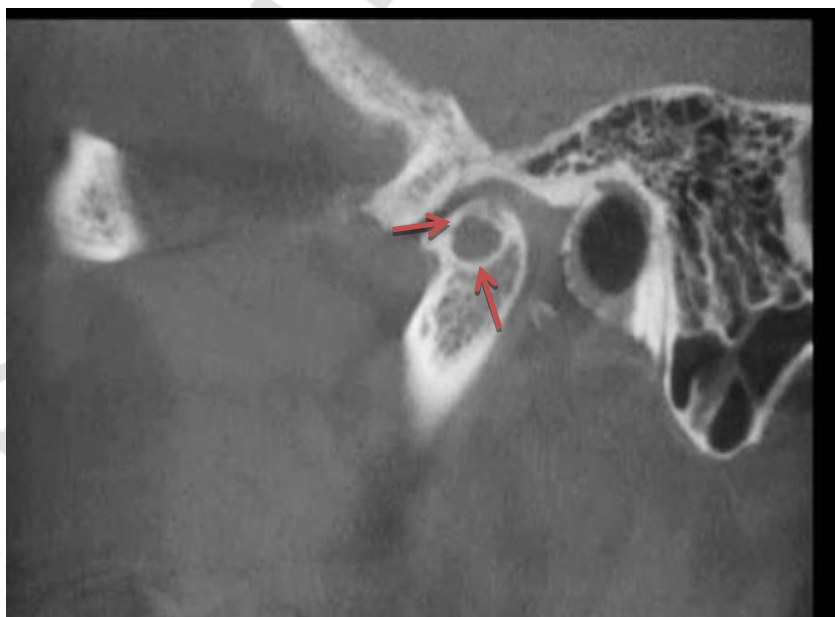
На КТ левого ВНЧС в сагиттальной плоскости имеется краевой остеофит суставной головки в виде крючка и очаг просветления округлой формы с четко выраженным склеротическим ободком
